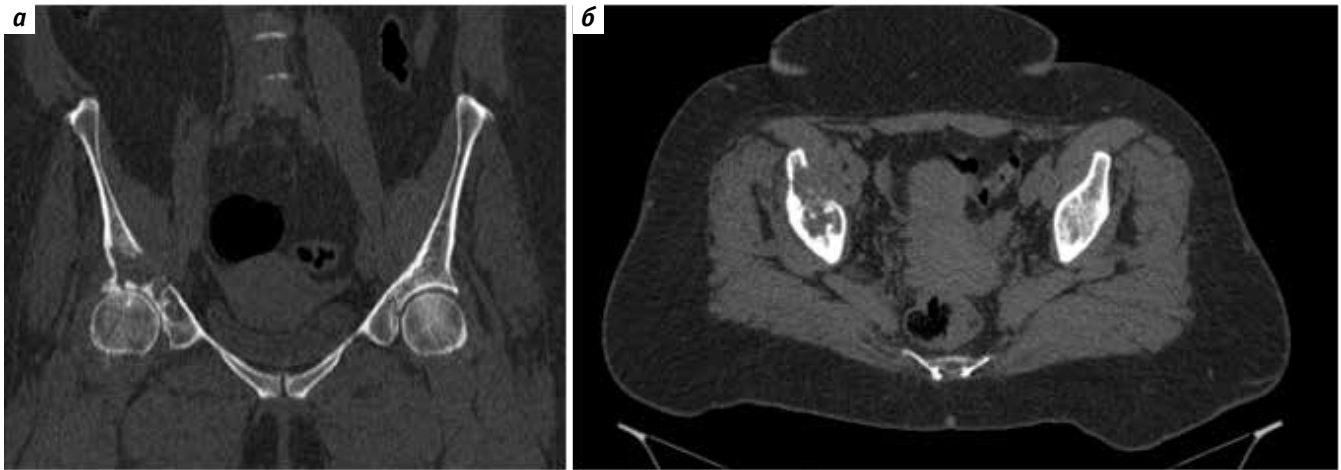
Рентгеновская компьютерная томография: а – аксиальная проекция; б – коронарная реконструкция
